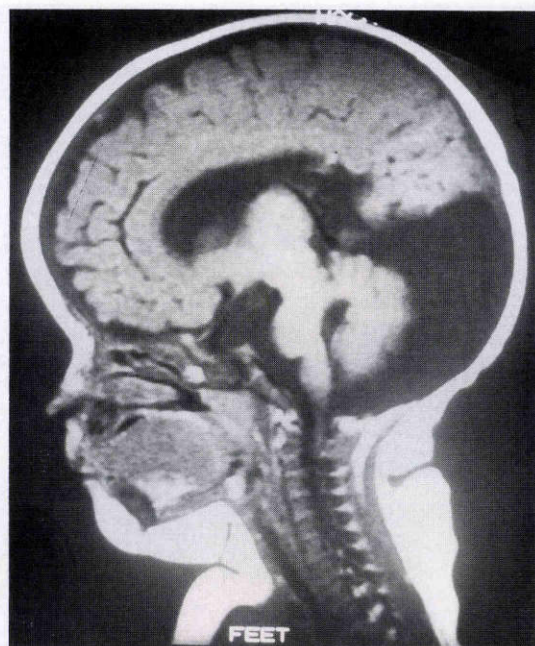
初診時頭部 magnetic resonance imaging (MRI) 所見 (T1 強調画像, SE/256, TR=500, TE=33).
